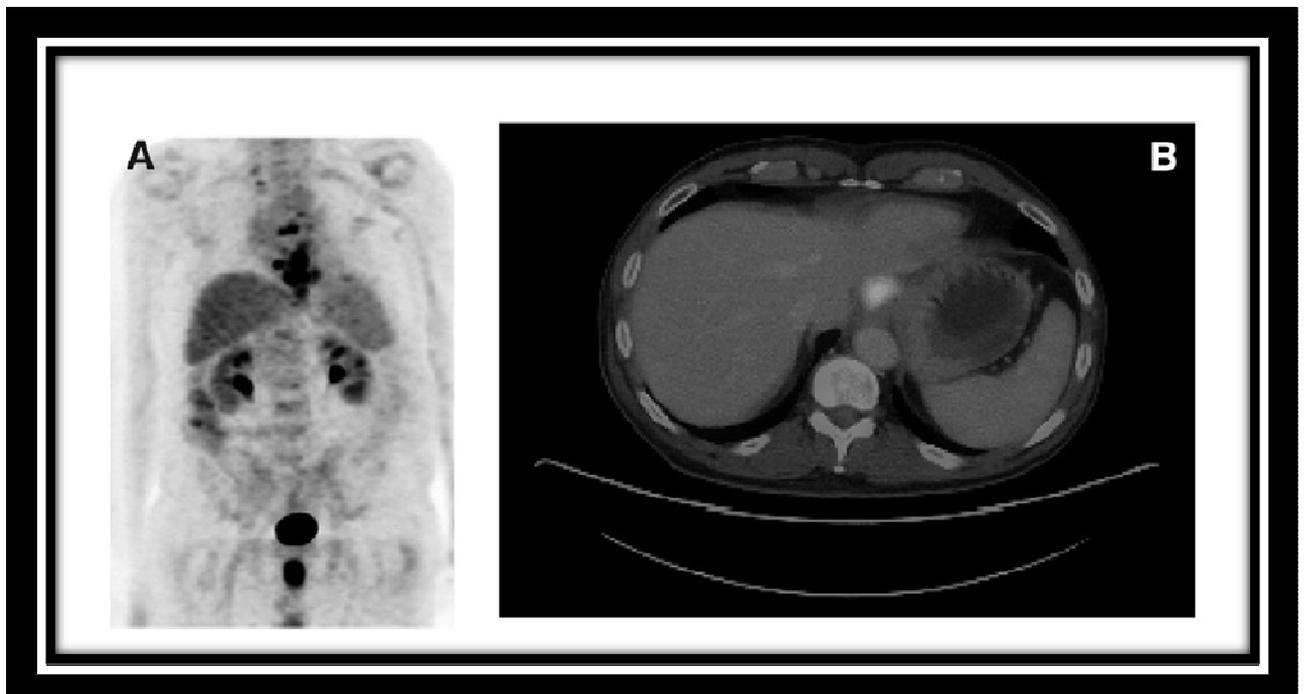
Cancer de l'œsophage au PET [62]
